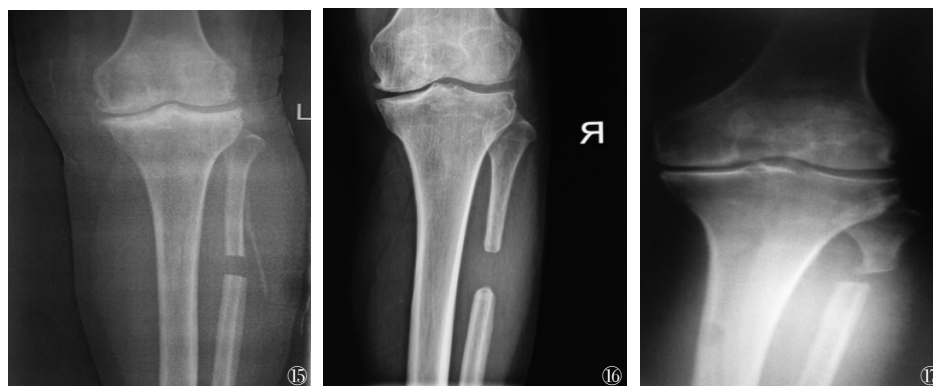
~17 腓骨近端截骨术后X线片,可见截骨高度不同腓骨头外翻程度不同,越靠近腓骨头外翻程度越大。图15 女性,55岁,左膝KOA截骨高度偏下;图16 女性,58岁,双膝KOA截骨高度居中;图17 女性,62岁,左膝KOA截骨高度偏上
